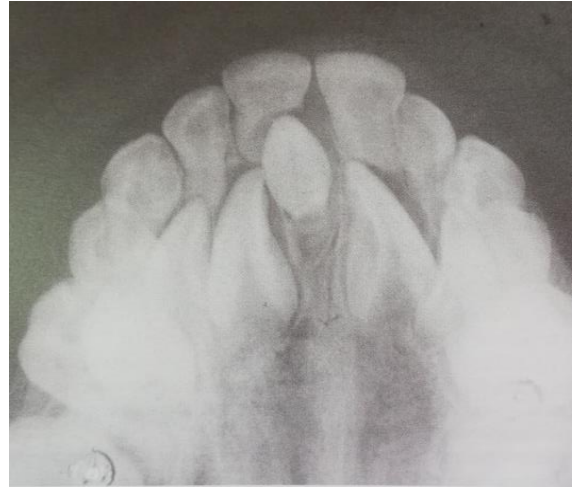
Radiografía de mesiodens en dentición temporal.
